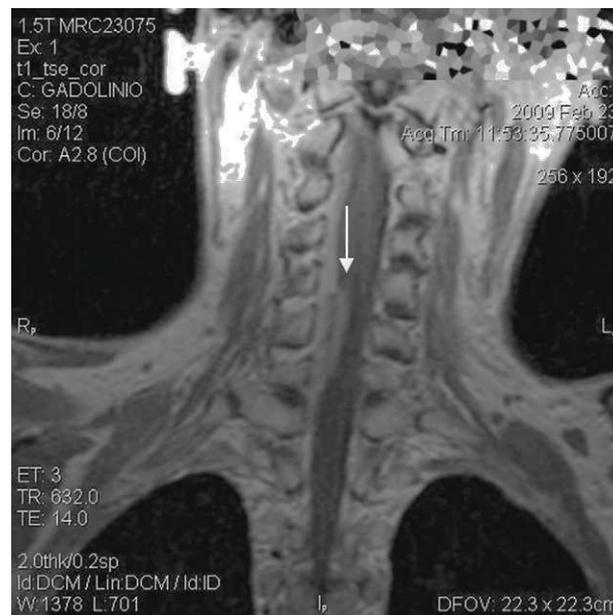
Corte coronal de RM potenciado en T1 con Gd. Se observa un intenso realce meníngeo de C2 a T1 apreciando una colección de unos 3 cm de C5 a C7 extramedular derecha, presumiblemente epidural, con un espesor de 1 cm y que comprime la médula.
